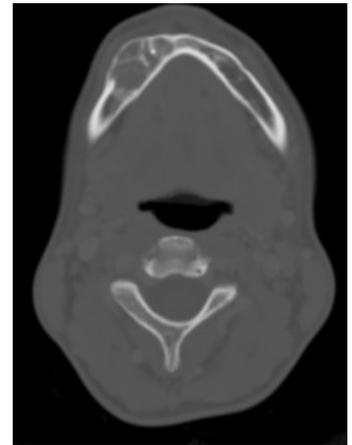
A: ortopantomografía preoperatoria de la paciente, mostrando lesión radiolúcida, multiloculada en sector canino-premolar de lado derecho. B: TAC preoperatorio con imagen lítica, multilocular con septos óseos en su seno la cual, una vez biopsiada, dio el diagnóstico de granuloma de células gigantes.
